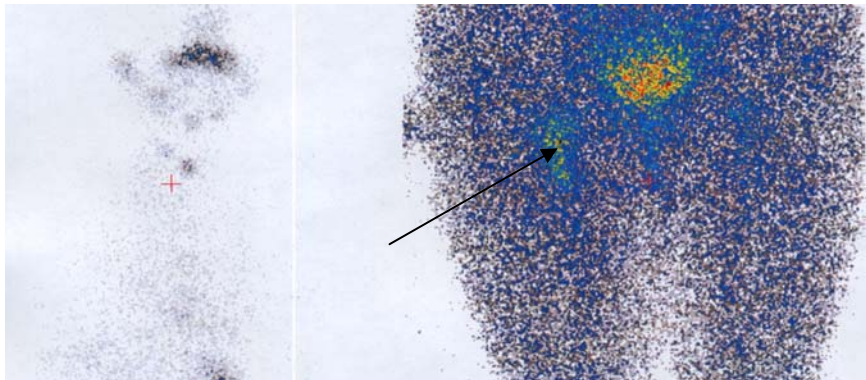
Сцинтиграфия трансплантата щитовидной железы реципиента
